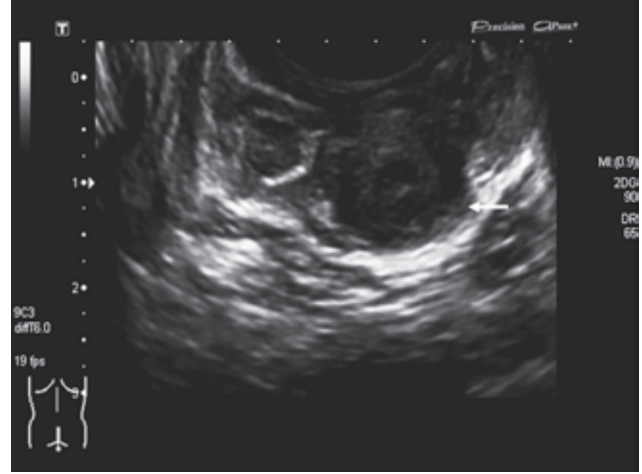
ТРУЗИ: инфильтрация стенки прямой кишки (опухолевый диссеминат)
